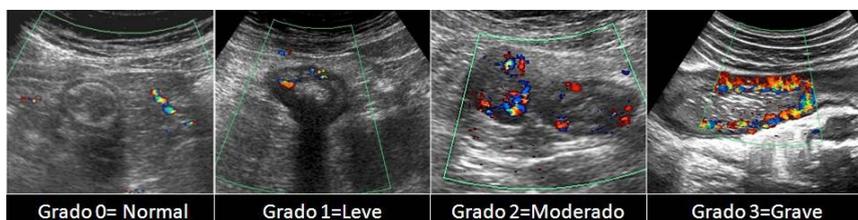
Escala de grados Doppler color según Ripollés et al (149).
